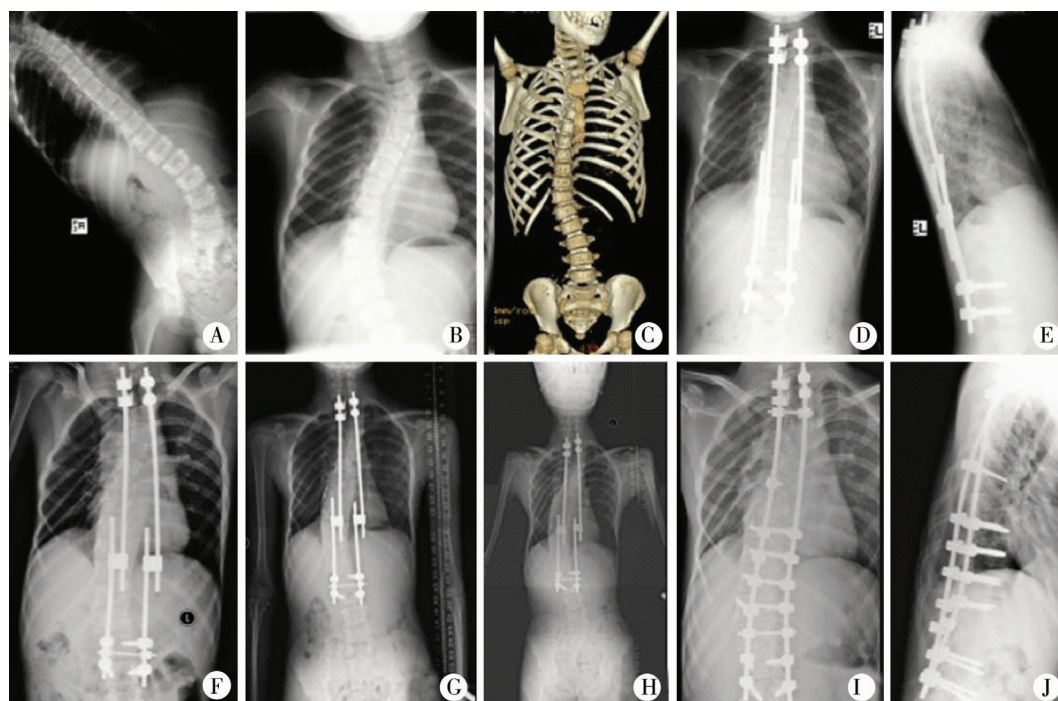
典型神经纤维瘤病非营养不良型脊柱侧凸病例照片。图 A、图 B:术前右侧弯相及脊柱前后位相显示柔韧胸弯;图 C:术前 CT 未见椎体异常;图 D、图 E:行双侧生长棒治疗,图 F 为第三次撑开术后;图 G:第六次撑开术后;图 H:第七次撑开术后;图 I、图 J:14 岁时行最终融合手术。
